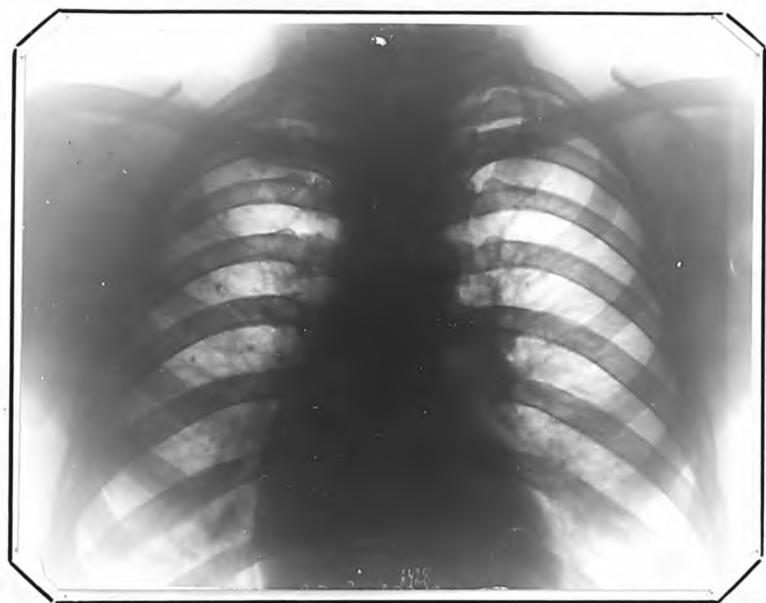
Рентгенограмма т.С., 38 лет, от 23.1X.1961 г.
